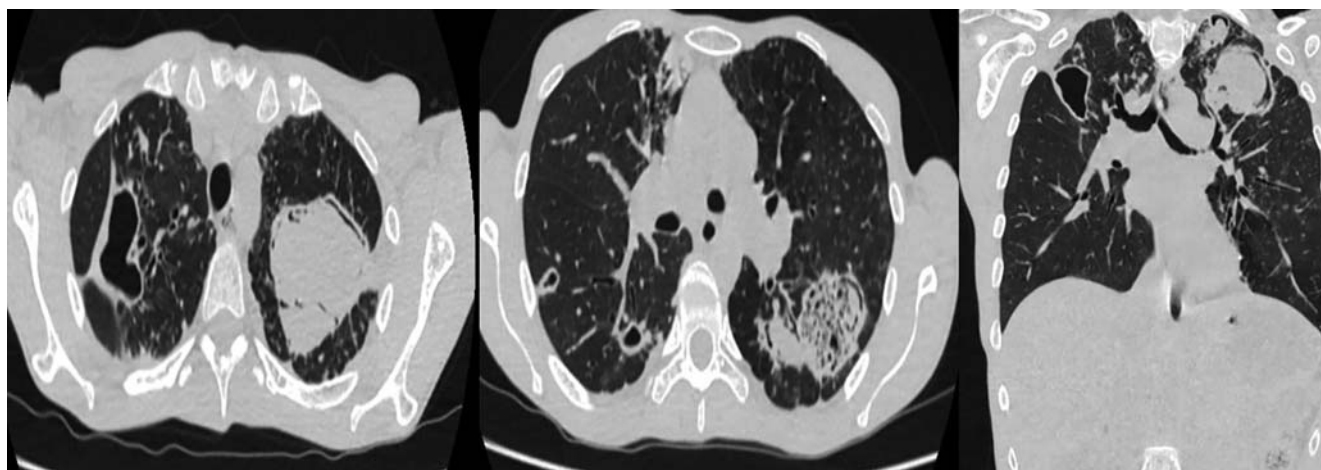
КТ органов грудной полости пациента с хроническим аспергиллезом на фоне полостной формы микобактериоза (*Mycobacterium avium*) (архив СПб НИИФ)
